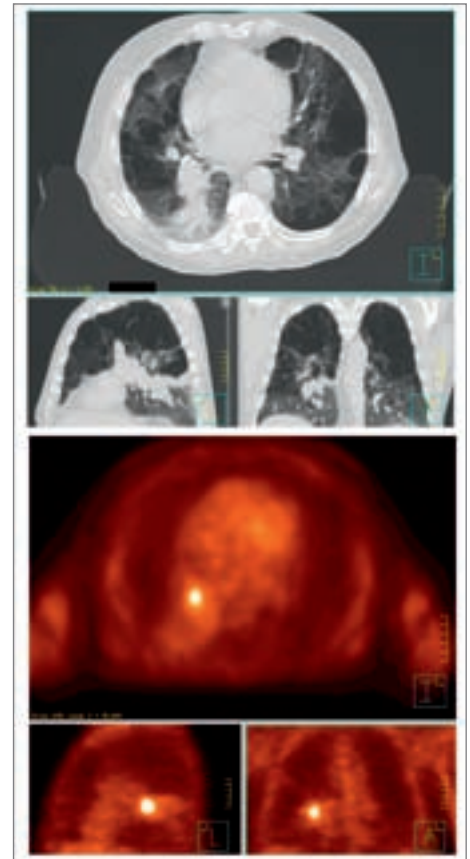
Bestrahlungsplanungs-CT eines Patienten mit Bronchialkarzinom und 18-FDG-PET zum Staging des LK-Status und zur Abgrenzung von Tumor und Atelektase.
